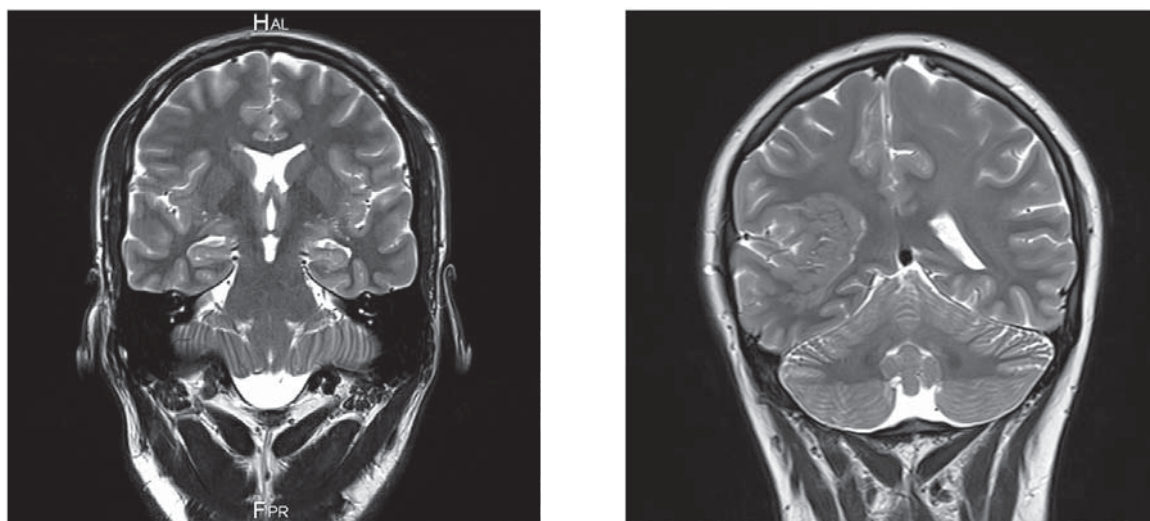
A. Pacient N 1 – RMN 3T Protocol Epilepsie, fără modificări lezionale. B. Pacient N 2 – RMN 3T - heterotopia substanței cenușii cu localizare temporo – parietală dreapta, forma mixtă difuz-nodulară și subependimală.
